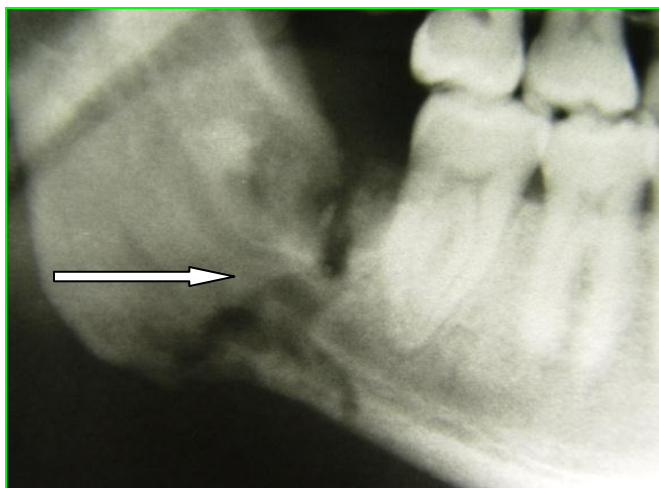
Radiografía con fractura de la mandíbula posterior a la exodoncia. Gentileza del Dr. Bachur
